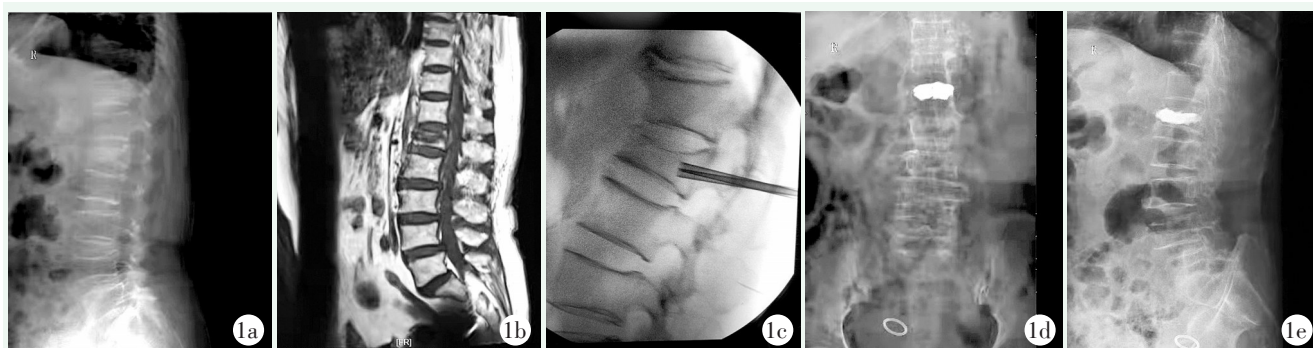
患者,女,84岁,因摔倒导致腰痛24h,诊断为L₁椎体OVCF,骨密度T值为-3.3SD,行低黏度湿沙期骨水泥PKP治疗 1a:术前侧位X线片示L₁骨折,椎体屈曲压缩 1b:术前MRI T1示L₁椎体呈低信号 1c:术中置入工作套管 1d,1e:术后正侧位X线片示L₁椎体高度恢复,骨水泥填充满意,无渗漏
